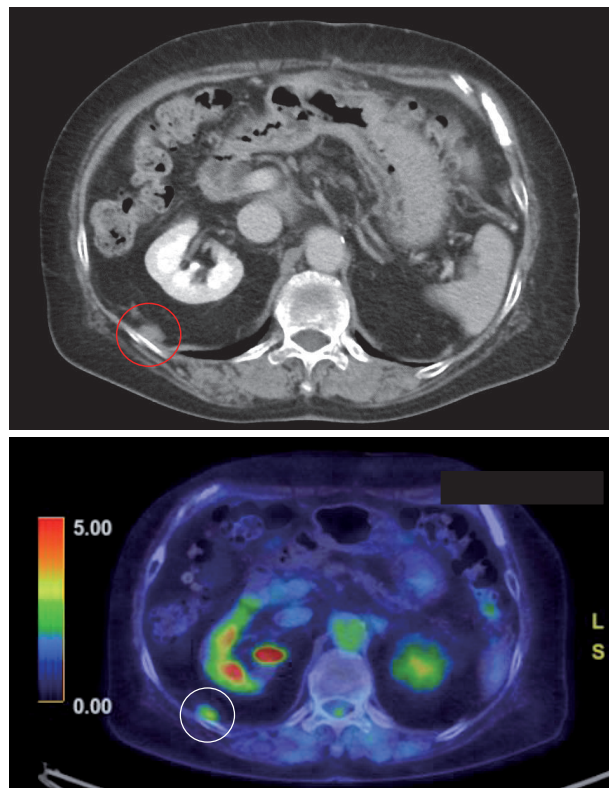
CT and PET-CT. A 16-mm nodule is visible on the dorsal side of the right kidney (visible within the red circle). An accumulation of fluorodeoxyglucose, with a SUVmax of 3.6, is visible in the nodule (visible within the white circle).
